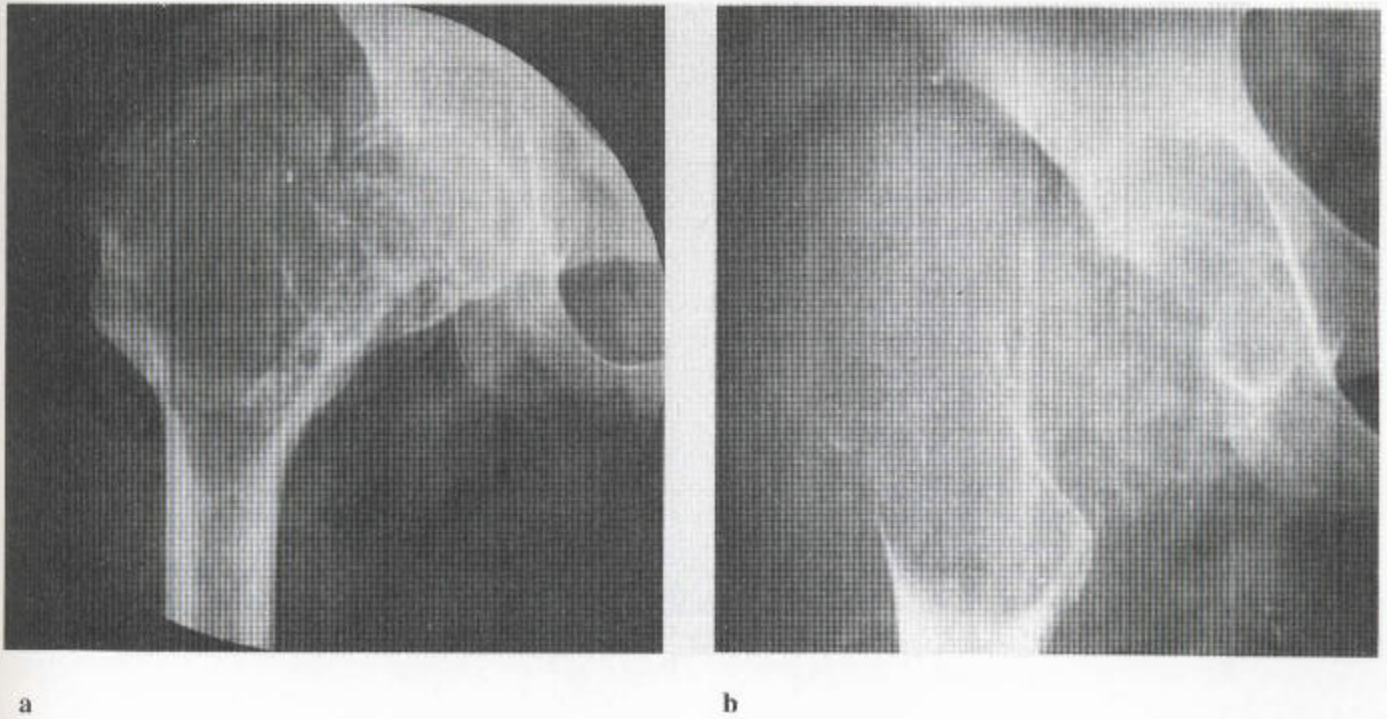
关节下的气球型巨细胞瘤 (a) 肿瘤延伸至股骨头关节面，但无邻近髋臼膨大的机会，病变也伸进大转子。巨细胞瘤也可发生于大转子，因为它曾属于骨突，此处没有膨胀的阻碍，故大转子显著膨大。(b) 随后的平片显示此病变进一步膨大，并可见一边界清楚的软组织肿块，它使大转子高度膨大，病变周围仍可见少许皮质束。动脉瘤性骨囊肿也可引起气球样变，但发生于年轻人，这一类型的巨大损害在英国很少见。
